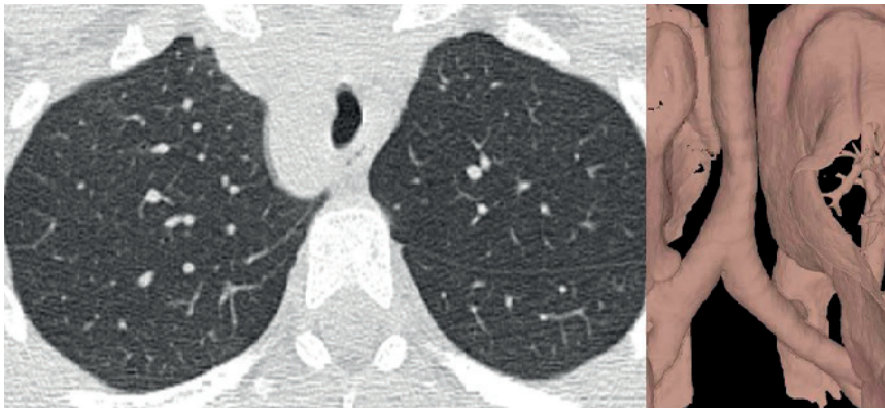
Compressione tracheale legata alla destro-posizione dell'arco aortico evidenziata alla TC e ad una successiva ricostruzione in 3D.
